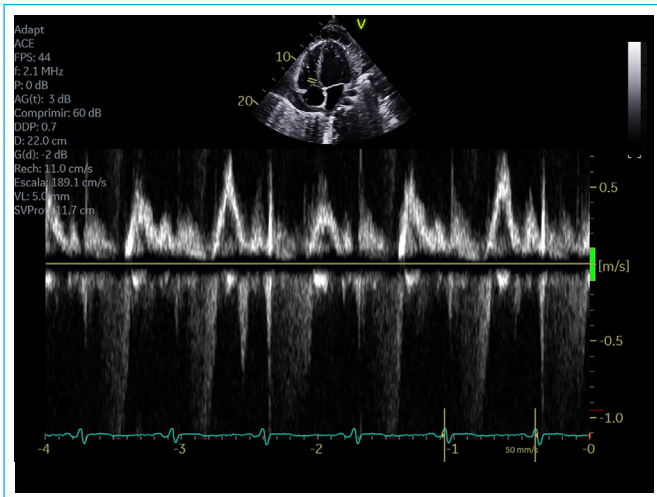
Doppler pulsado transtricuspídeo. Ausencia de variaciones respiratorias significativas de velocidad de la onda E.
